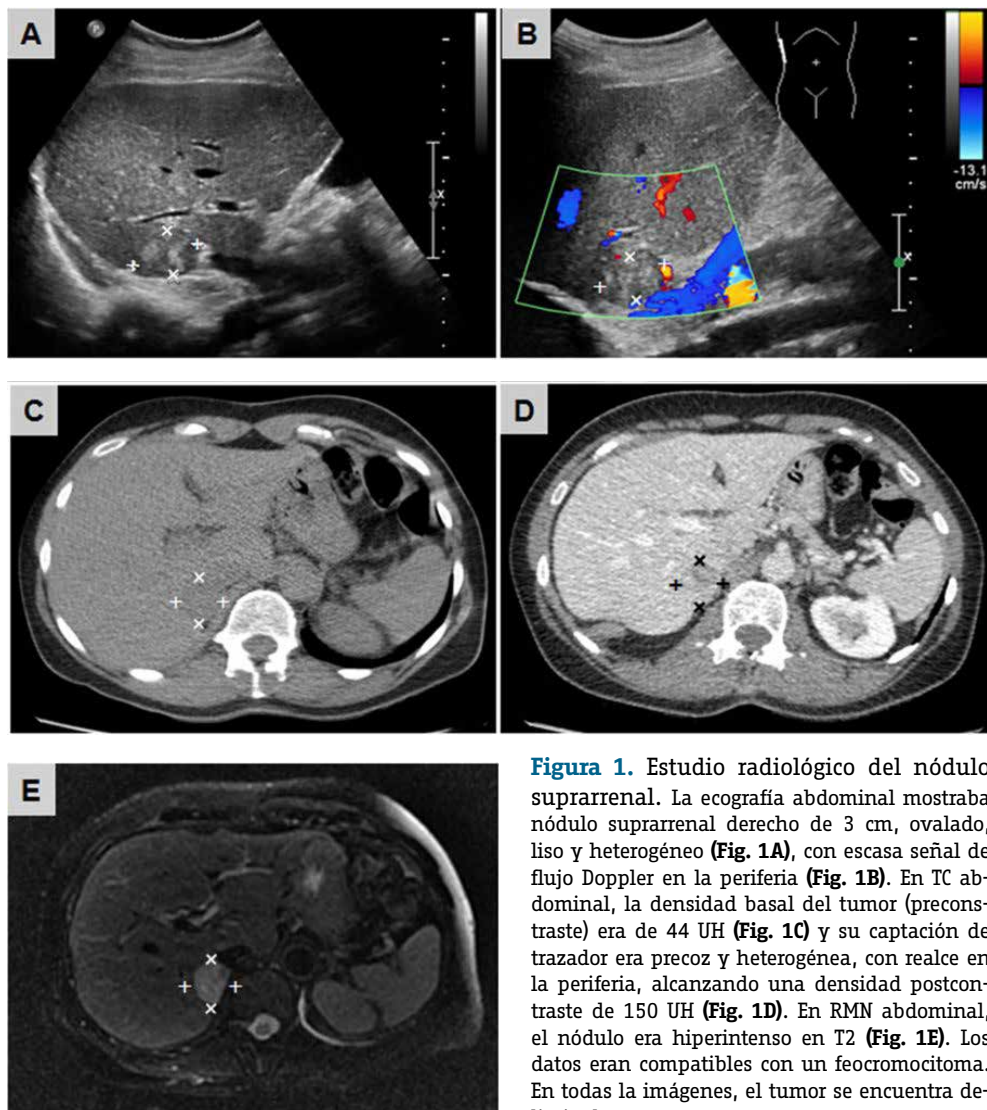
Estudio radiológico del nódulo suprarrenal. La ecografía abdominal mostraba nódulo suprarrenal derecho de 3 cm, ovalado, liso y heterogéneo (Fig. 1A), con escasa señal de flujo Doppler en la periferia (Fig. 1B). En TC abdominal, la densidad basal del tumor (precontraste) era de 44 UH (Fig. 1C) y su captación de trazador era precoz y heterogénea, con realce en la periferia, alcanzando una densidad postcontraste de 150 UH (Fig. 1D). En RMN abdominal, el nódulo era hiperintenso en T2 (Fig. 1E). Los datos eran compatibles con un feocromocitoma. En todas la imágenes, el tumor se encuentra delimitado entre 4 cruces.
